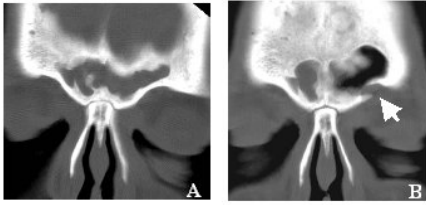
Tomografías computarizadas de nariz y senos paranasales en cortes coronales.
